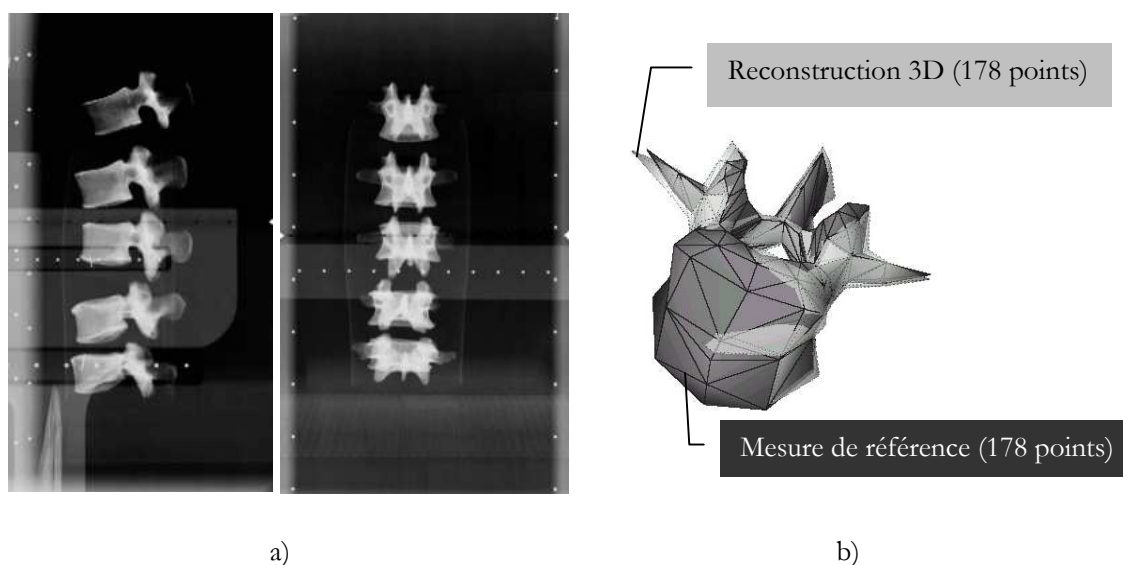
a) Radiographies frontales et latérales d'un spécimen lombaire (L1 à L5)
